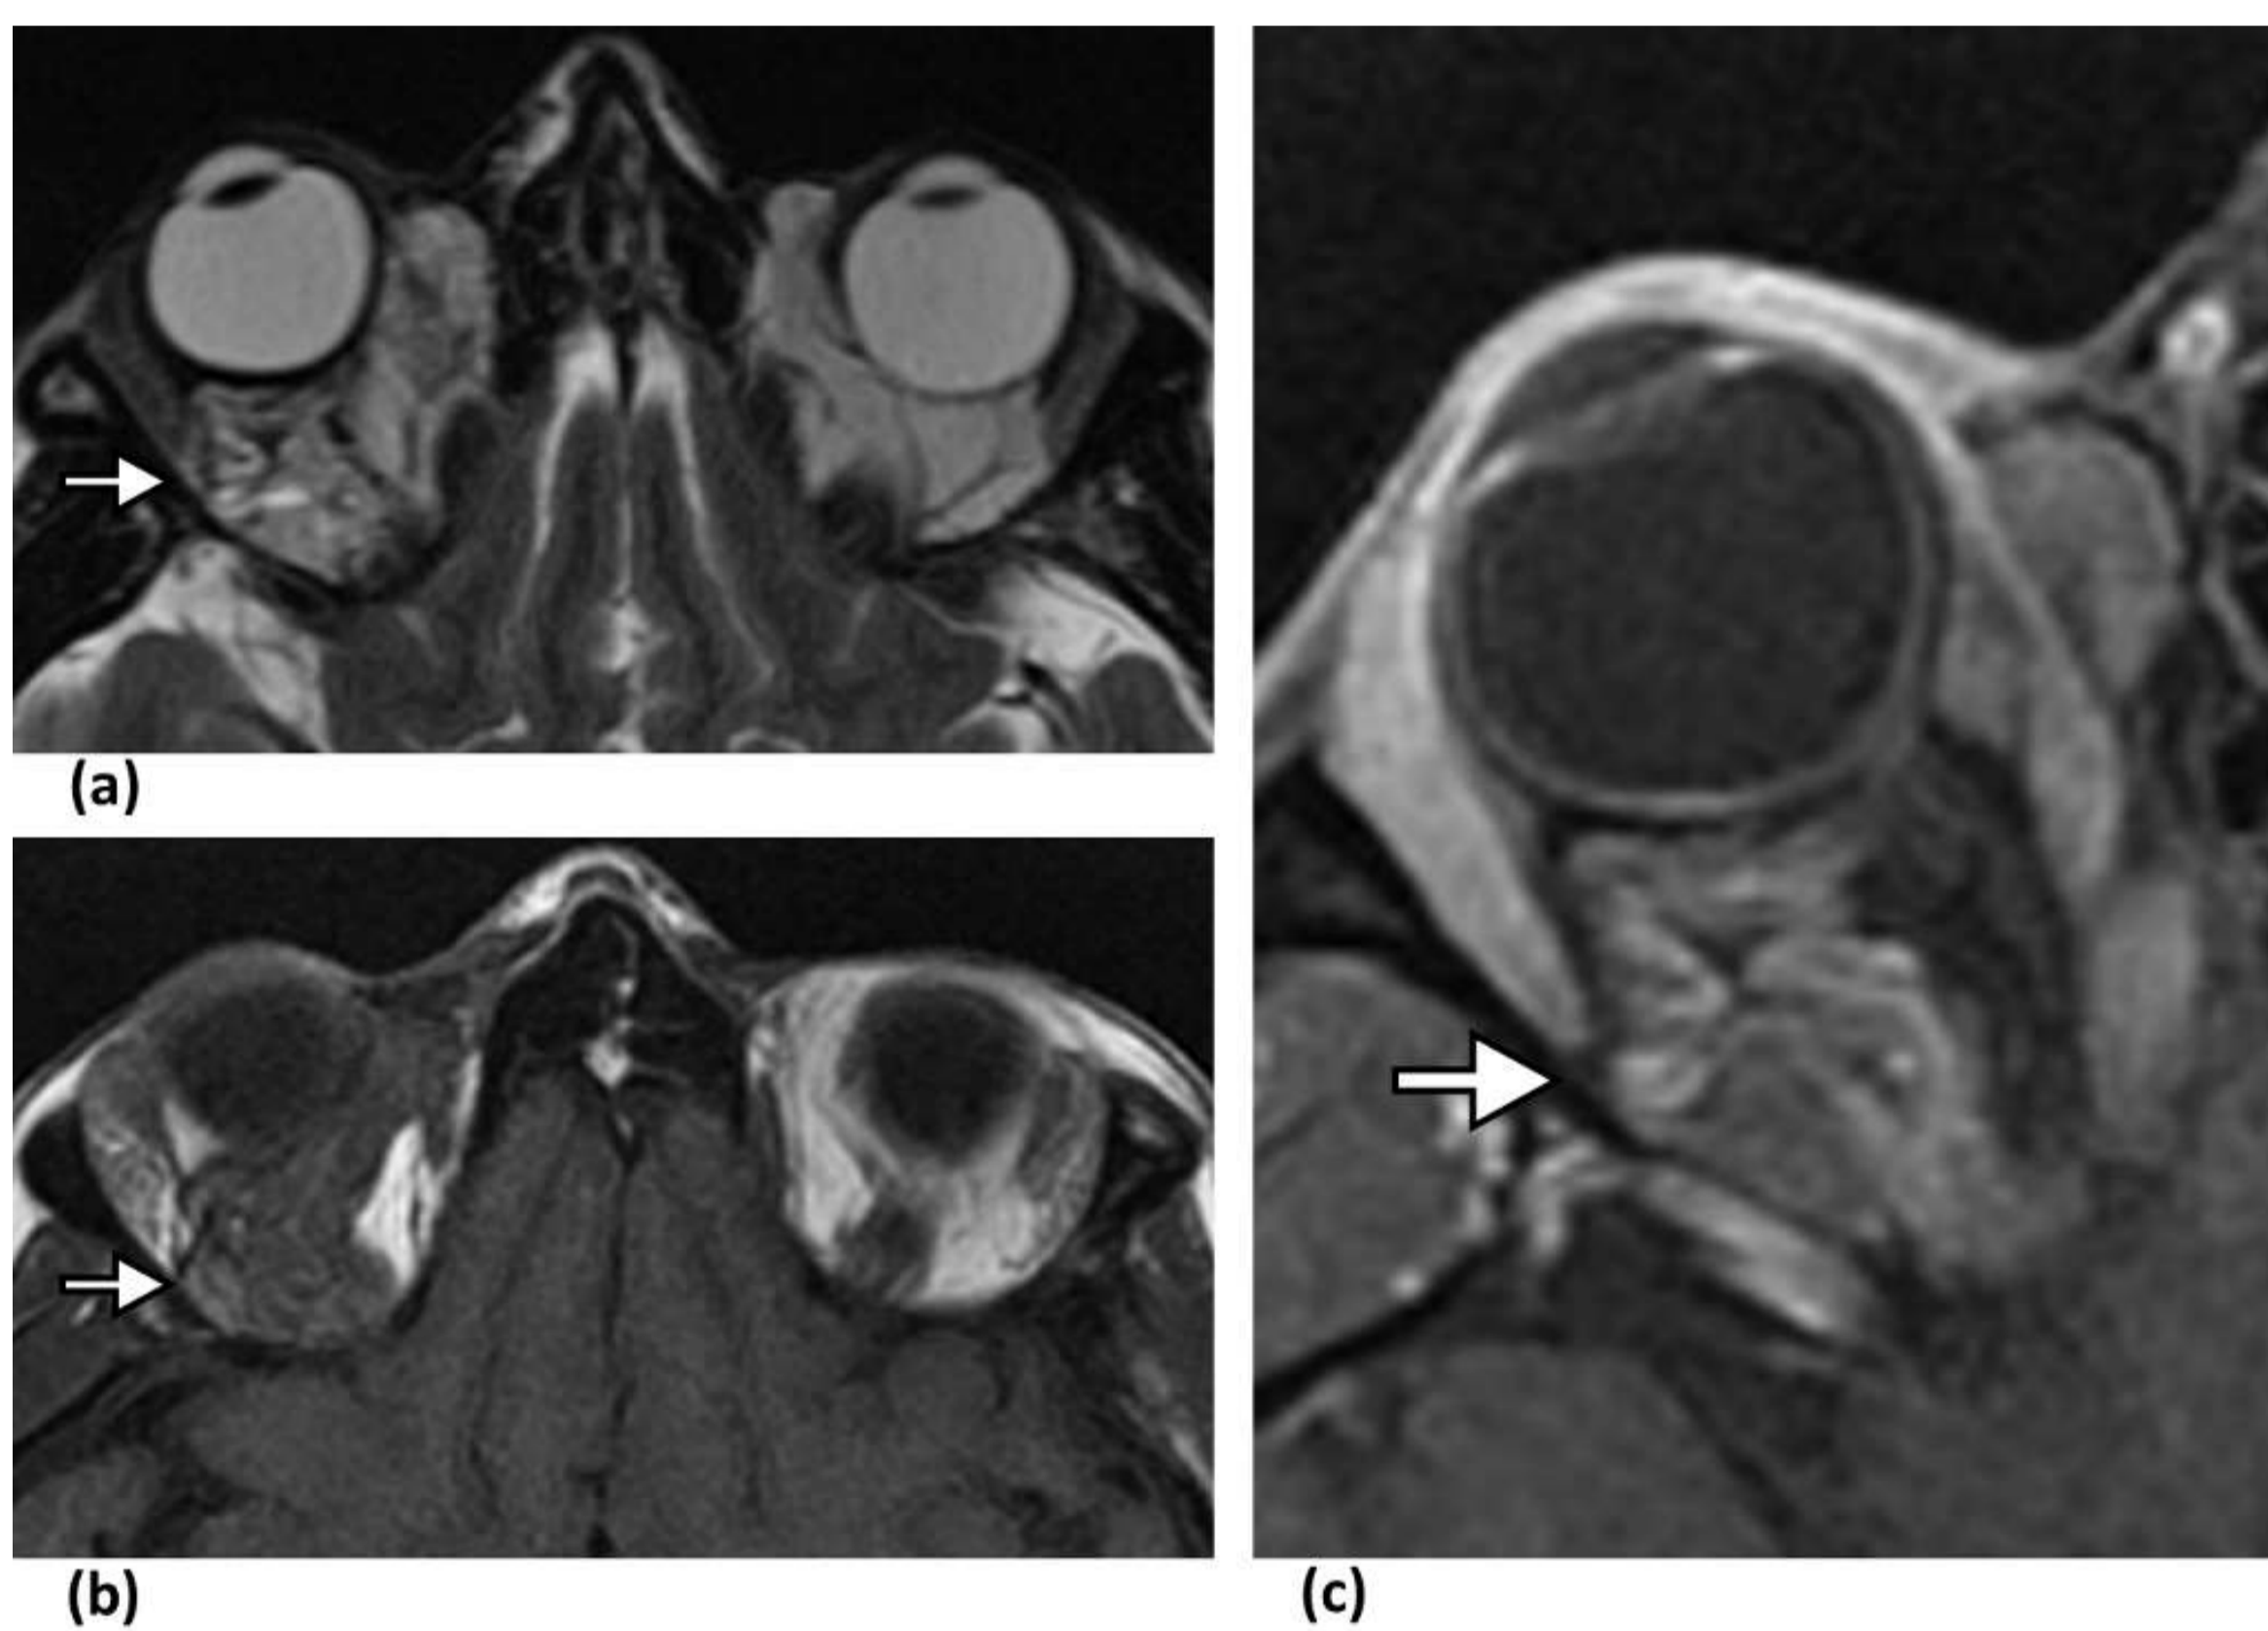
Linfangioma. (a) Imagen de RM axial ponderada en T2 obtenida en un hombre de 34 años que muestra una lesión multiloculada, con áreas internas hipointensas en T2 que sugieren productos sanguíneos en diversas etapas de degradación (flecha). (b) En imágenes axiales de RM ponderadas en T1 sin (c) y con contraste, la lesión aparece isointensa con septos hipointensos y realce del componente venoso (flecha).
